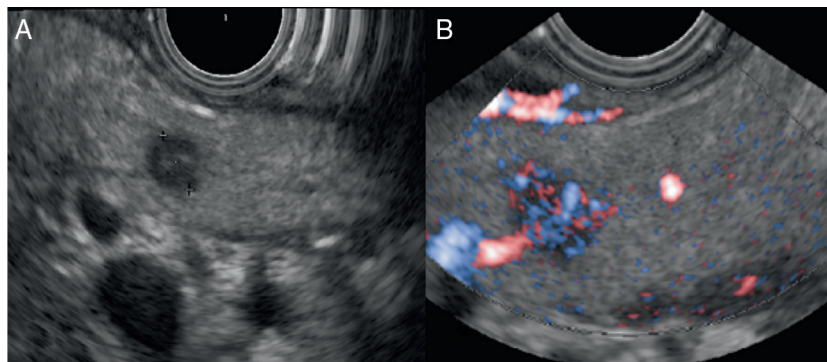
Tumor neuroendócrino do pâncreas. A: imagem em modo B; B: efeito Doppler.
